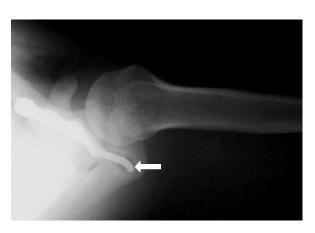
X-ray of 45 year old male at postoperative 3months shows widening of the hook hole (white arrow).
